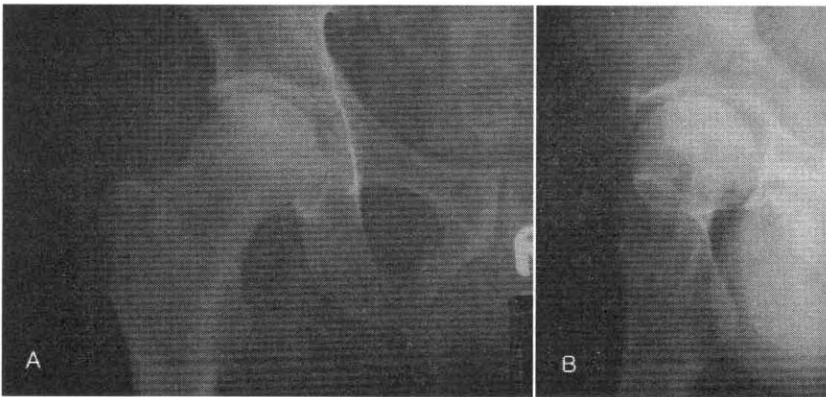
Follow up X-ray(2004-9-3)
